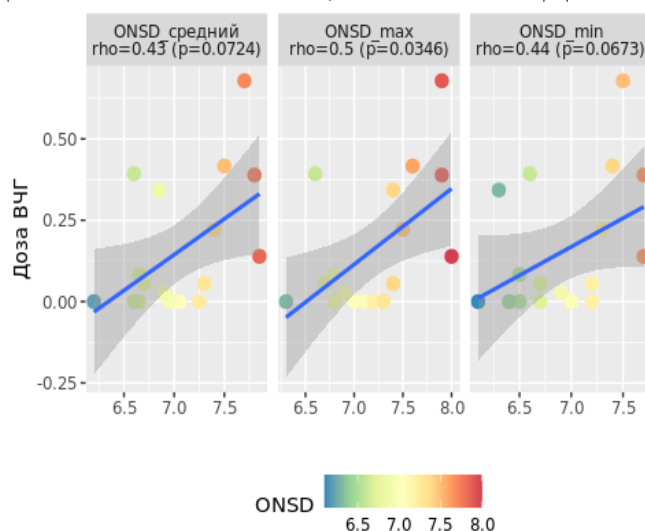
Корреляционная зависимость дозы/индекса ВЧГ за 72 часа и производных ДЗНО по данным входящей КТ (ОНSD средний- ДЗНО средний, ОНСD max - ДЗНО максимальный, ОНСD min – ДЗНО минимальный)
